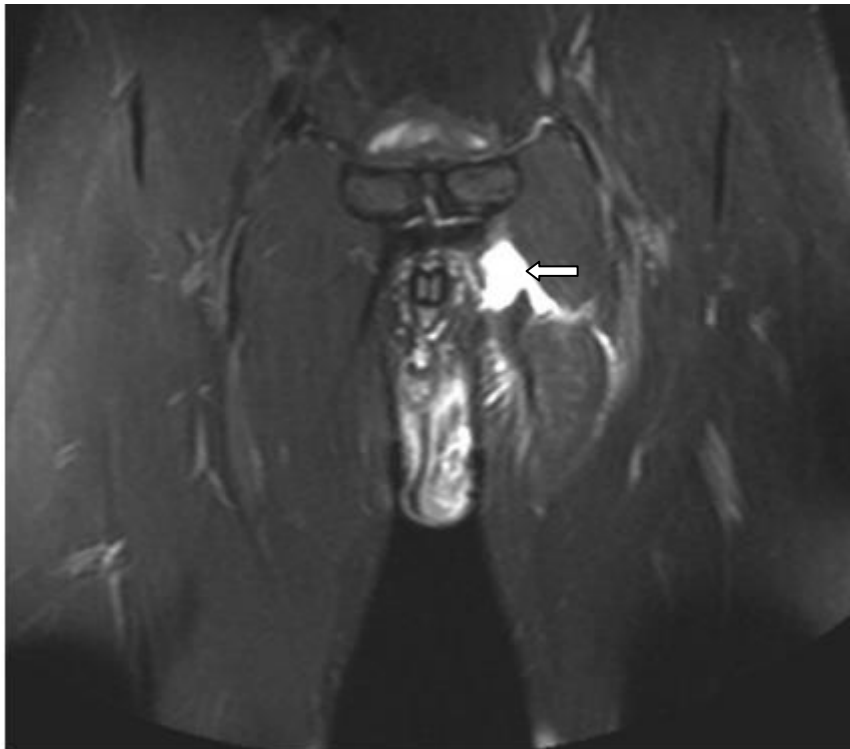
IRM du long adducteur, séquence T2. Lésion traumatique aiguë avec désinsertion du long adducteur gauche associée à un hématome péri-lésionnel [1].
